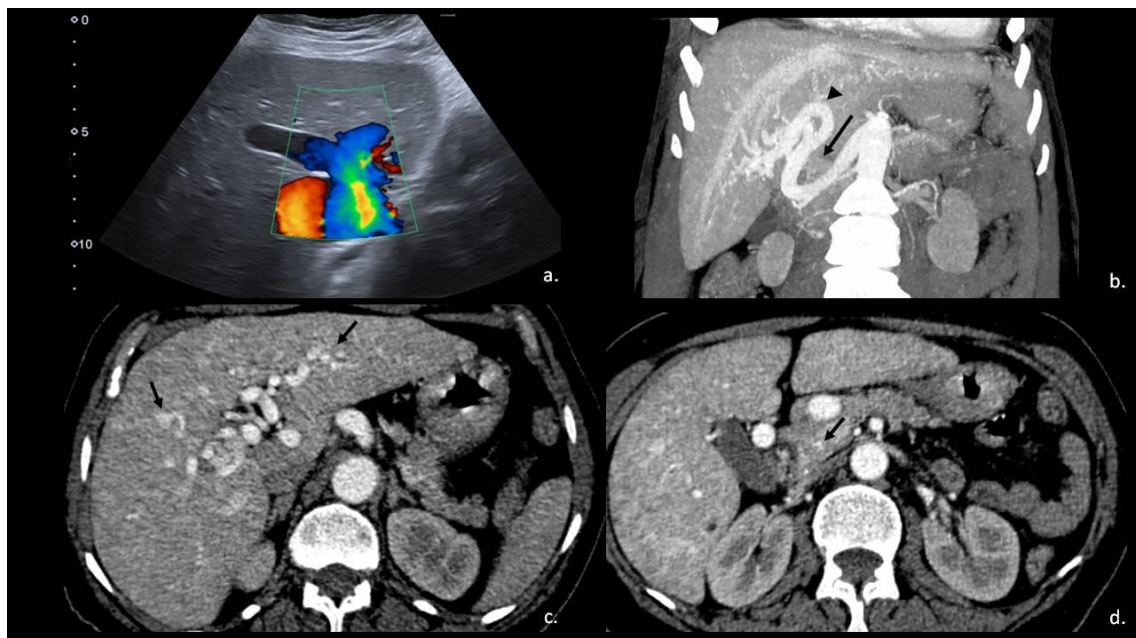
Ecografía doppler (a.) Hepatomegalia, aumento de calibre de calibre de arteria hepática y vena portal. TC abdominal en fase arterial. Reconstrucción MIP en plano coronal (b.) Tortuosidad y aumento de calibre de la arteria hepática (punta de flecha) y de la vena porta (flecha). Cortes axiales (c.) Hepatomegalia con patrón de perfusión en mosaico e imágenes hipervasculares en el parénquima en la fase arterial compatibles con telangiectasias (flechas) y (d.) Alguna telangiectasia presente en el páncreas (flecha).
